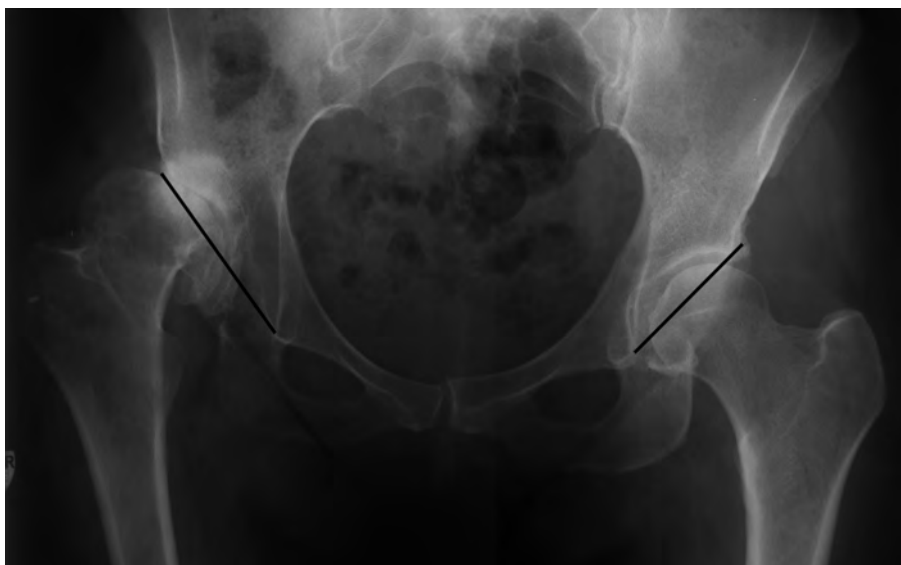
Рентгенограмма больного М.: вертикальный размер входа в вертлужную впадину.
